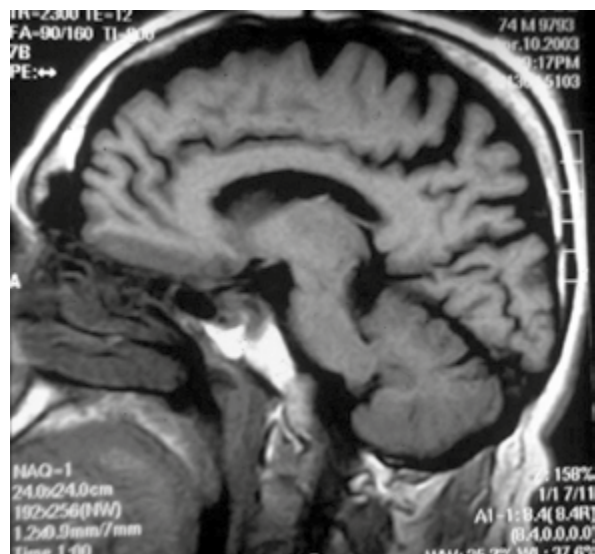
RMN. Quiasma. Corte sagital.
